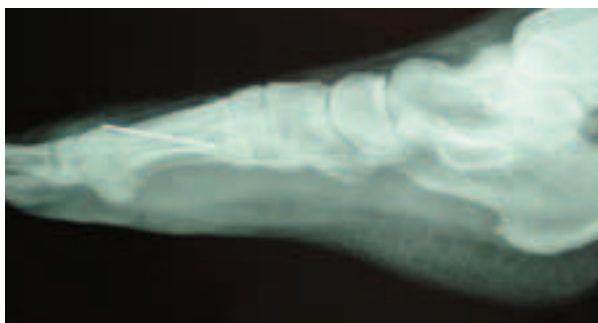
Radiografia del piede con evidenza di voluminoso corpo estraneo.
